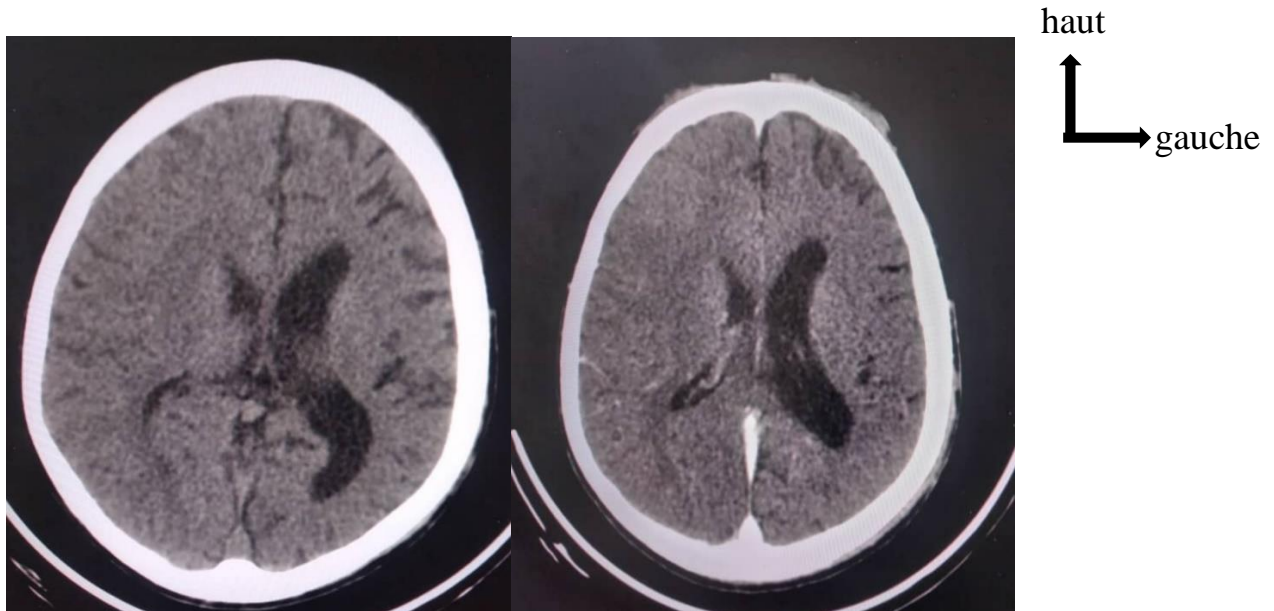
coupes axiales TDM sans injection de produit de contraste mise en évidence d'un élargissement des sillons cortico sous corticaux hémisphériques gauche avec attraction et dilatation du ventricule homolatéral : aspect d'une héli-atrophie cérébrale gauche.
